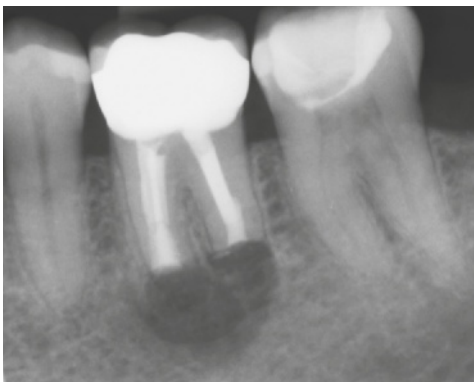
31 Einzelzahnrontgenbilder unmittelbar postoperativ.
